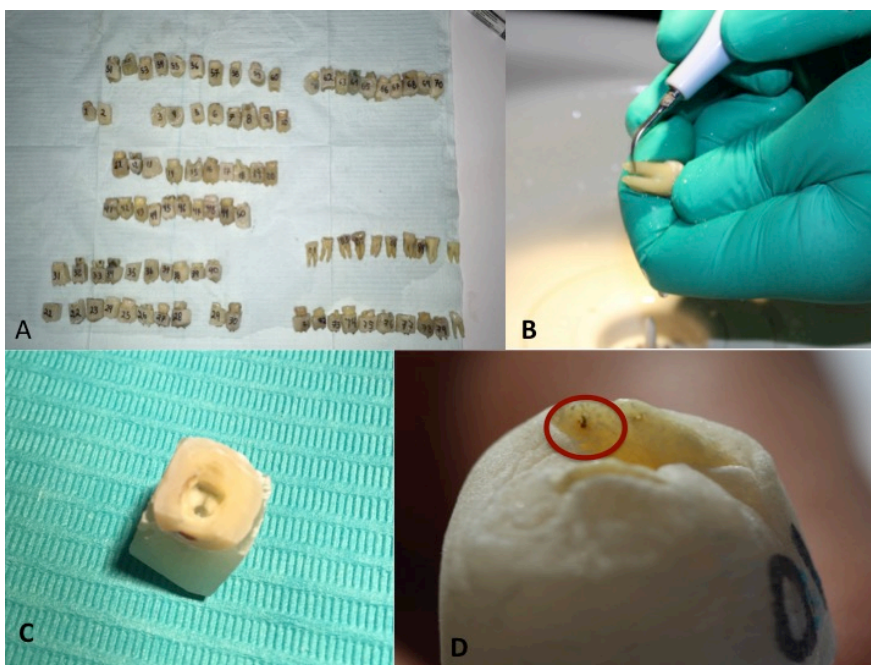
A) Muestra organizada por número y grupo, B) Limpieza de las muestras con ultrasonido C) Muestra después de preparación, dentro de su cubo de resina y con acceso. D) Lima sobre extendiéndose por el foramen apical
